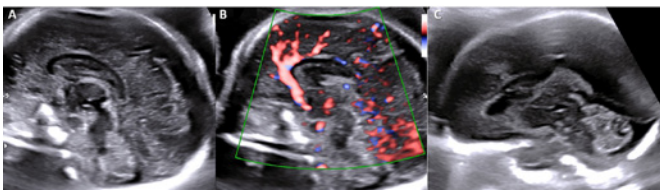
Imagen sagital media del polo cefálico que muestra la ausencia del cavum del septo pelúcido. B. Doppler color muestra la arteria pericalosa.
